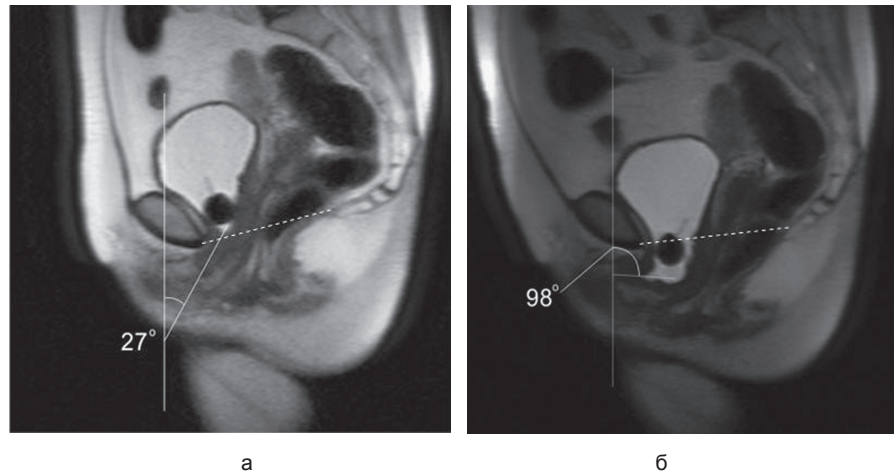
МРТ таза пациенток с ОМП II и III степени, с определением углов инклинации уретры: а — МРТ таза больной при цистоцеле II степени (шейка мочевого пузыря и проксимальный отдел уретры на уровне лонно-копчиковой линии, угол инклинации уретры — 27°); б — МРТ таза пациентки с цистоцеле III степени (шейка мочевого пузыря и вся уретра находятся ниже лонно-копчиковой линии, угол инклинации уретры — 98° (гипермобильность уретры), просвет проксимальной уретры открыт)
